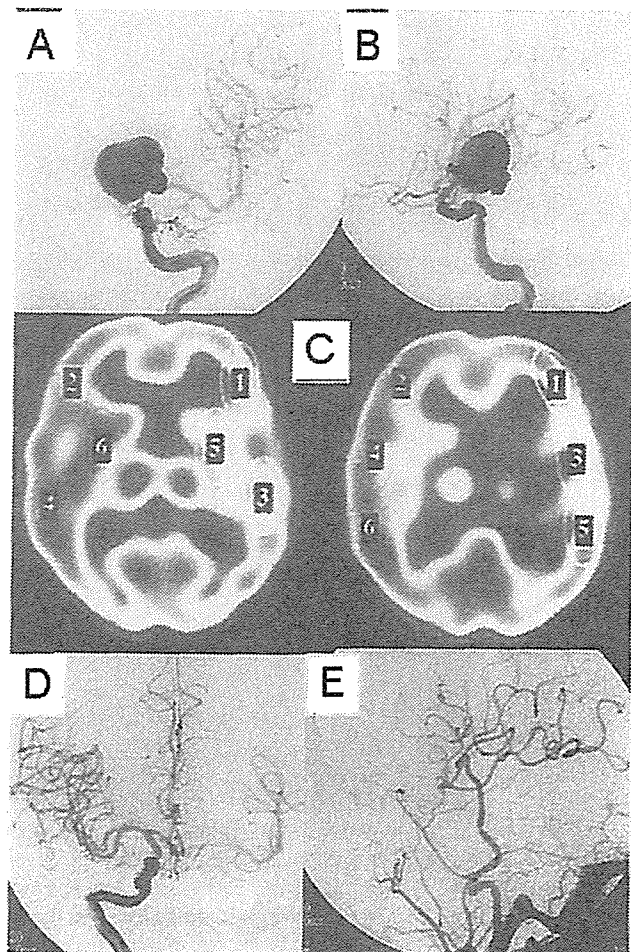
A 63-year-old man who had left visual disturbance. A and B: Left internal carotid angiography showing a giant paraclinoid internal carotid artery (ICA) aneurysm. C: A ^{99m}Tc-L-ethyl cysteinyl dimer (ECD) SPECT during balloon test occlusion (BTO) of left (right of the figure) ICA showing modest flow reduction in the left cerebral hemisphere (residual flow >75% of the contralateral region in all the regions of interest). D: Right ICA angiography during BTO of left ICA showing moderate collateral flow through anterior communicating artery. E: Postoperative left common carotid arteriography showing patent superficial temporal-middle cerebral artery bypass and no opacification of the aneurysm.
